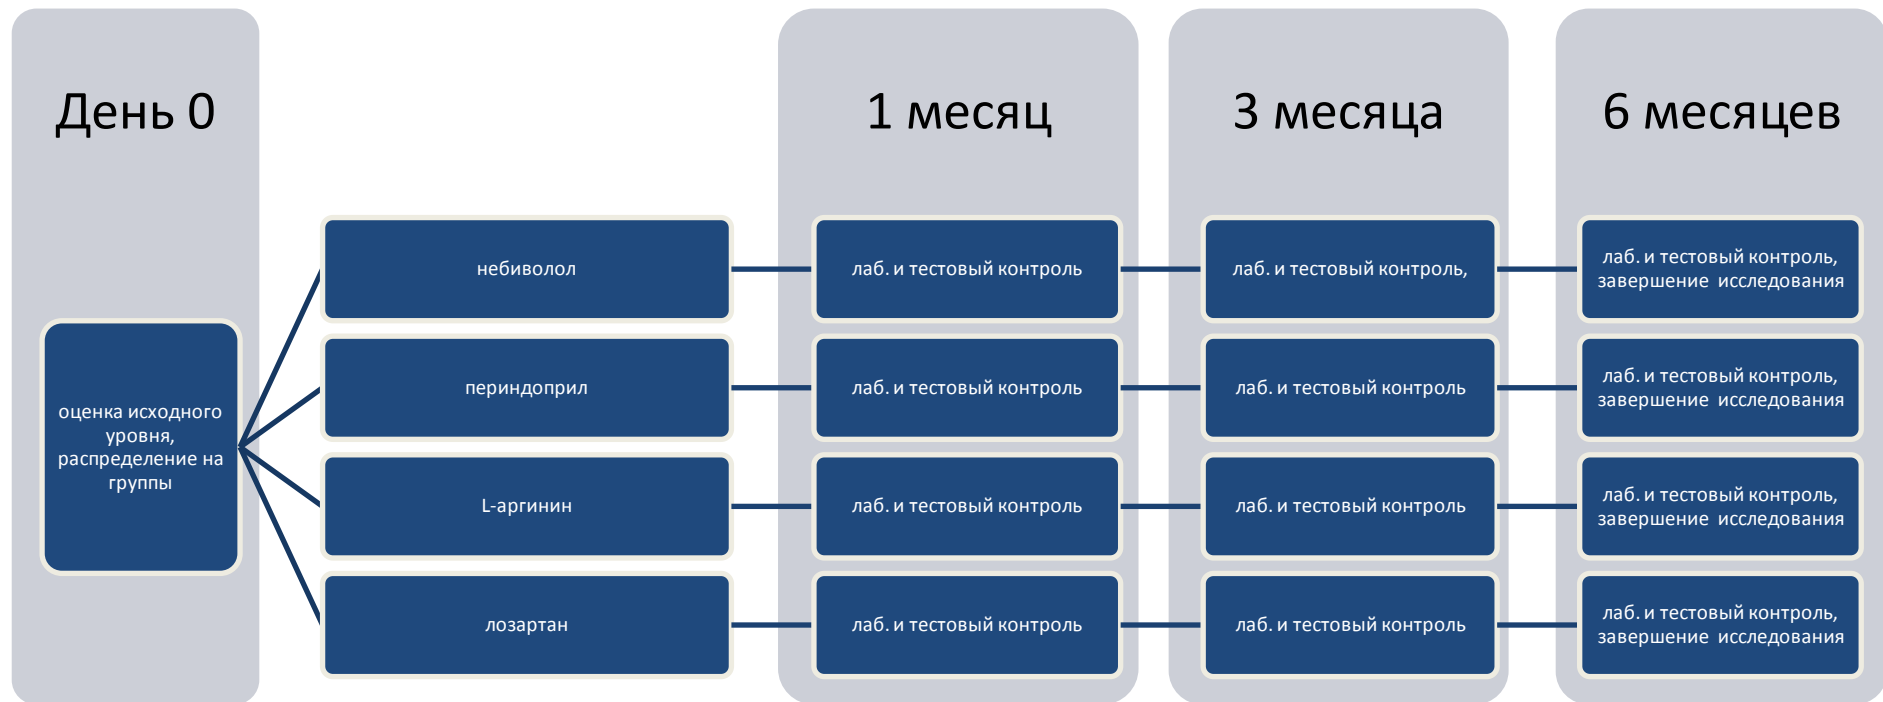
Дизайн исследования в группах пациентов, получавших консервативную терапию по поводу ОААНК (IIa-III стадии заболевания по классификации Фонтейна-Покровского). Четыре группы пациентов по 25-30 человек в группе. Пациенты были разделены на четыре группы, помимо препарата сравнения, применялась стандартная инфузионная и таблетированная терапия в соответствии с Национальными рекомендациями по ведению пациентов с сосудистой артериальной патологией (Москва, 2010)
